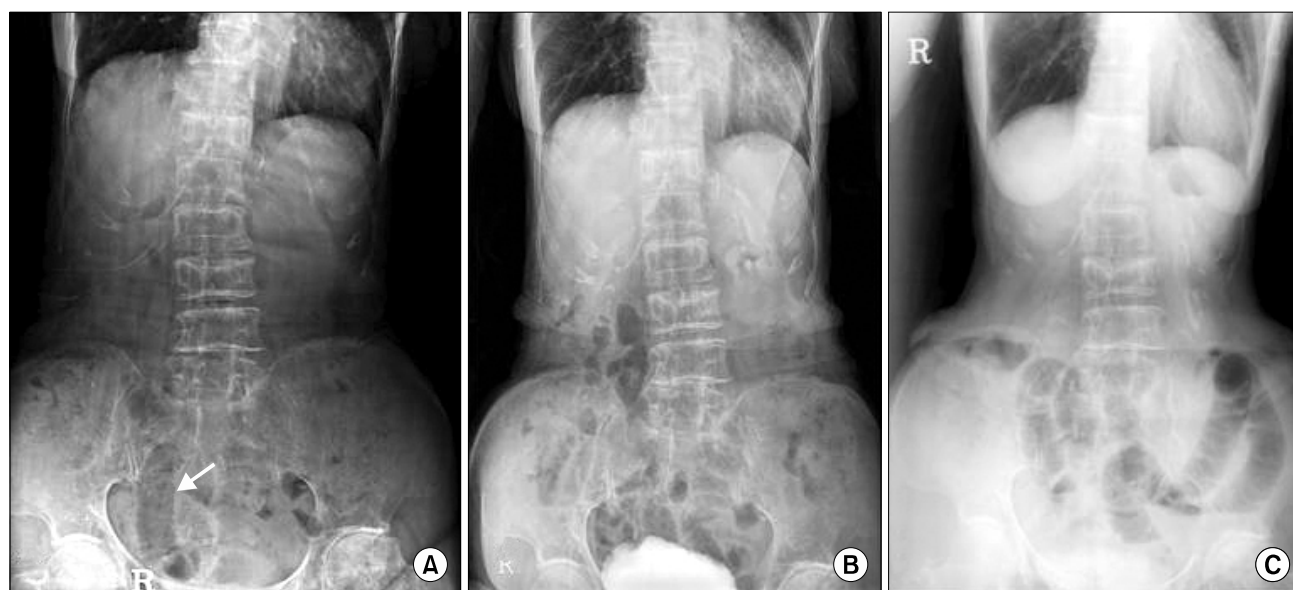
Abdominal and pelvic radiographs of Case 1 in time series. (A) Local film shows a distended small bowel loop in the right side of the pelvis (arrow). (B) Normal bowel gas pattern is seen. (C) There are multiple gas-filled dilated small bowel loops. There is no colonic gas.
